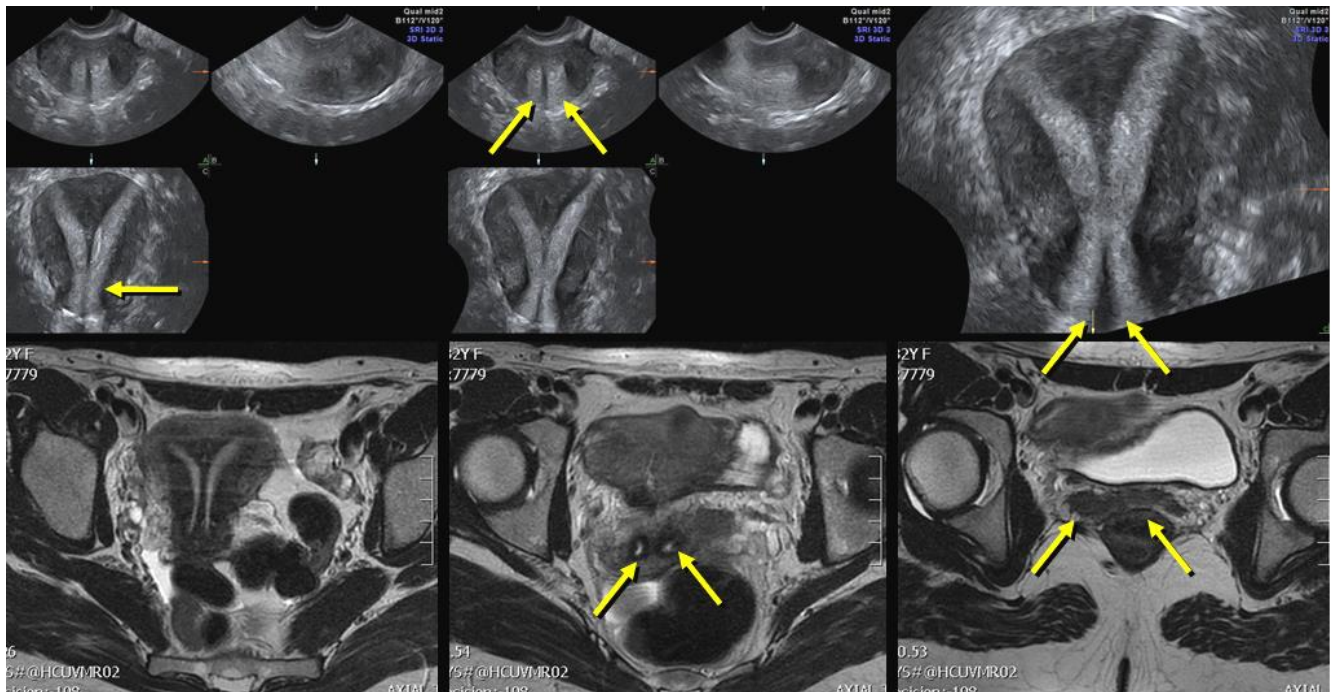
3D y RNM de un útero septo completo con duplicación cervical hasta vagina, etiquetado inicialmente de didelfo. Arriba la ecografía 3D, a la izquierda la flecha amarilla muestra el septo en todo el útero. En el centro el tabique cervical, y a la derecha el tabique vaginal. Abajo la RNM, muestra idéntica imagen: a la izquierda el útero, en el centro las dos flechas marcando los dos conductos cervicales y a la derecha marcando las dos vaginas.
